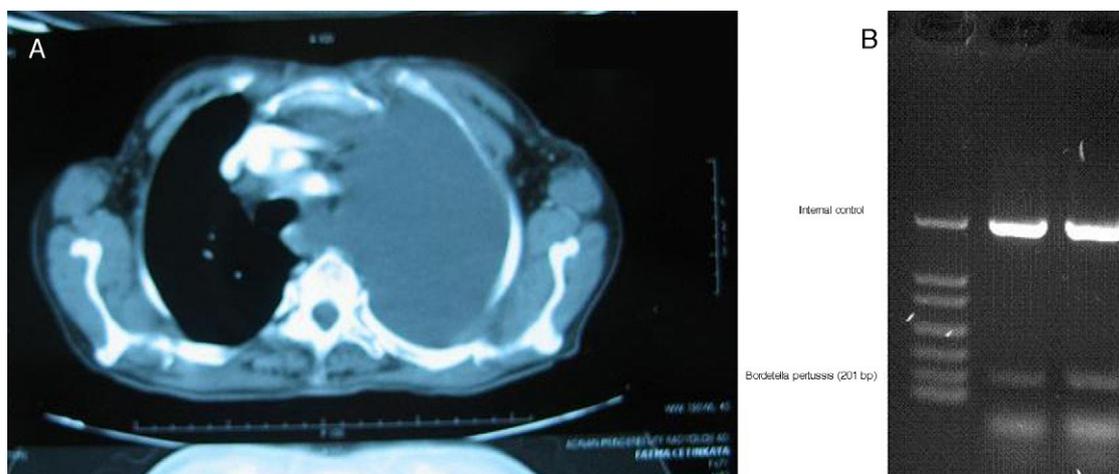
Derrame pleural izquierdo masivo en la TC de tórax.
